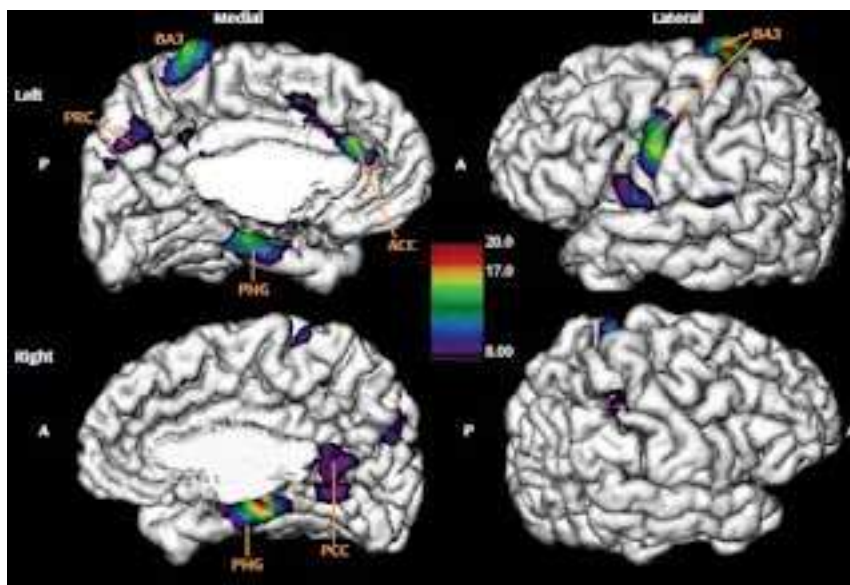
Image IRM d'une personne victime de violences sexuelles dans l'enfance
